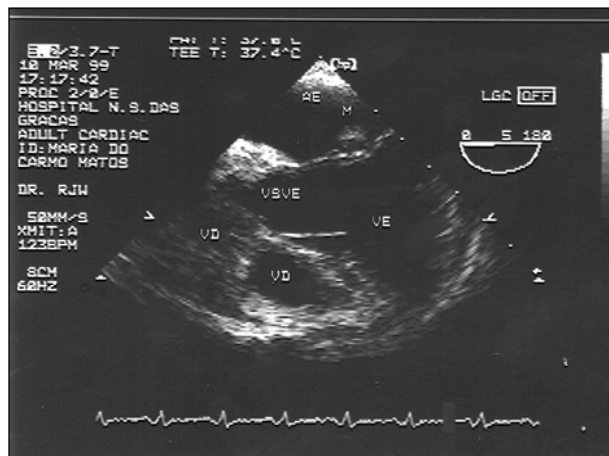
Ecocardiograma transesofágico demonstrando fibroelastoma em folheto posterior de valva mitral.
